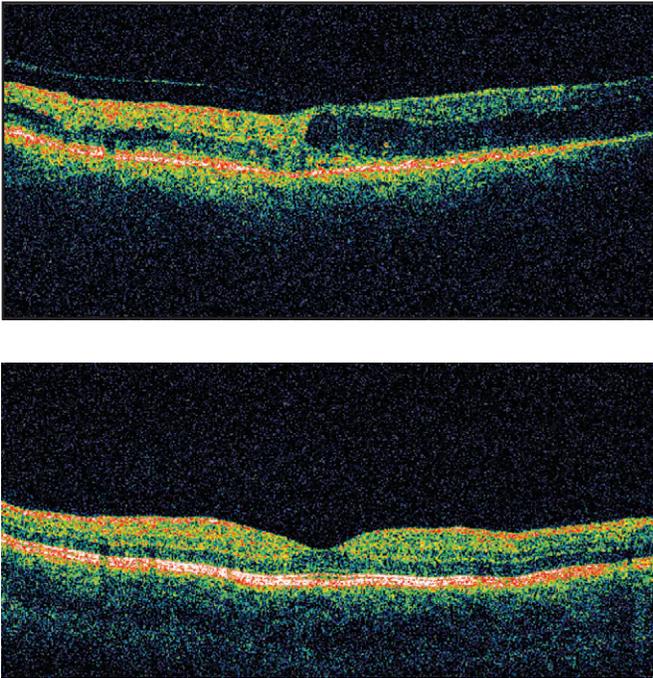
Tomographie en cohérence optique.
